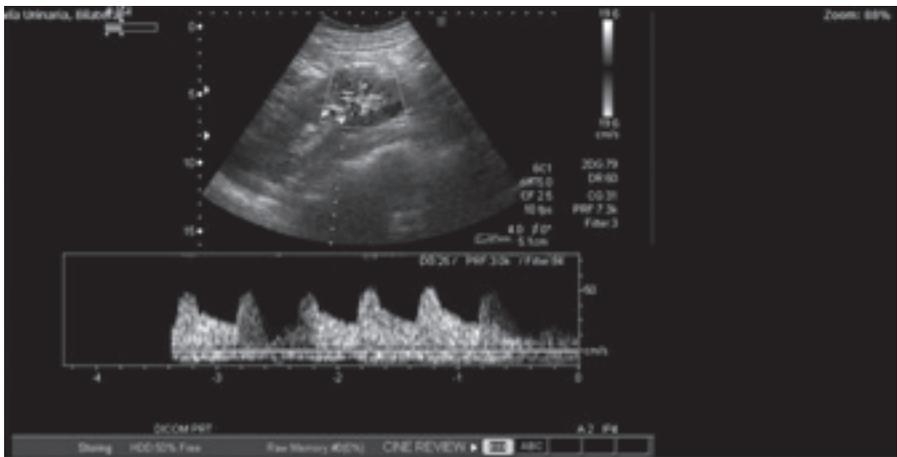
Eco Doppler renal (22/2/16).
